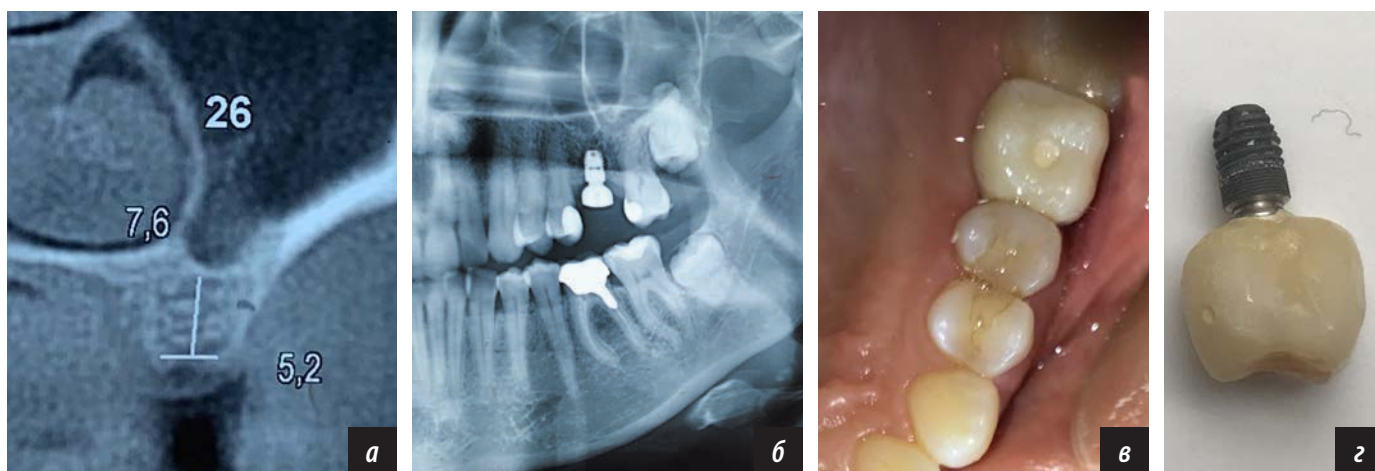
Короткий 6 мм имплантат в области зуба 2.6: а — планирование; б — ортопантомограмма после операции; в — нагрузка имплантата на 21-й день; г — выпадение на 53-й день
